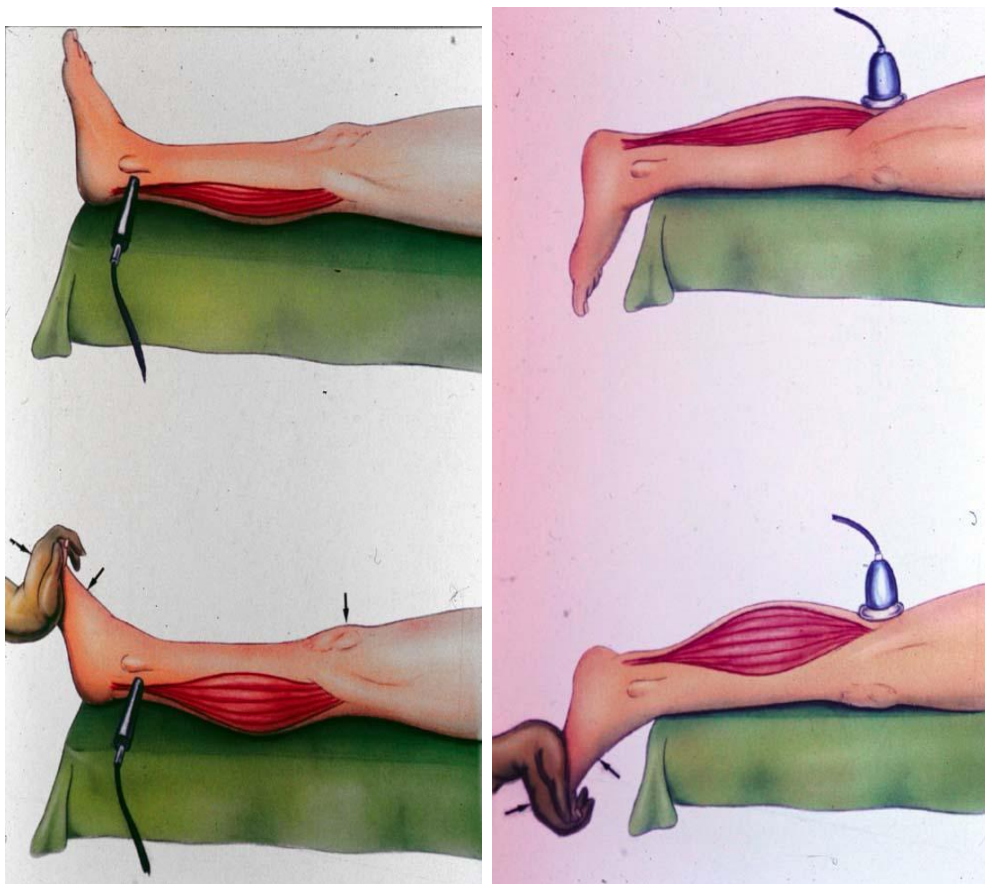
doppler artériel des MI avec les manœuvres dynamiques(15)
